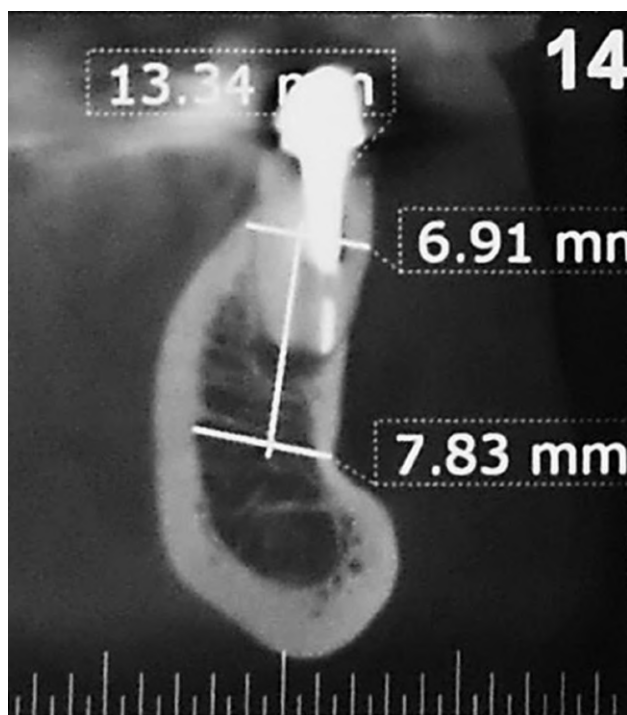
CBCT pedida para cirugía apical, enviada sin soporte digital, y reparos anatómicos enmascarados por mediciones innecesarias en la impresión.
